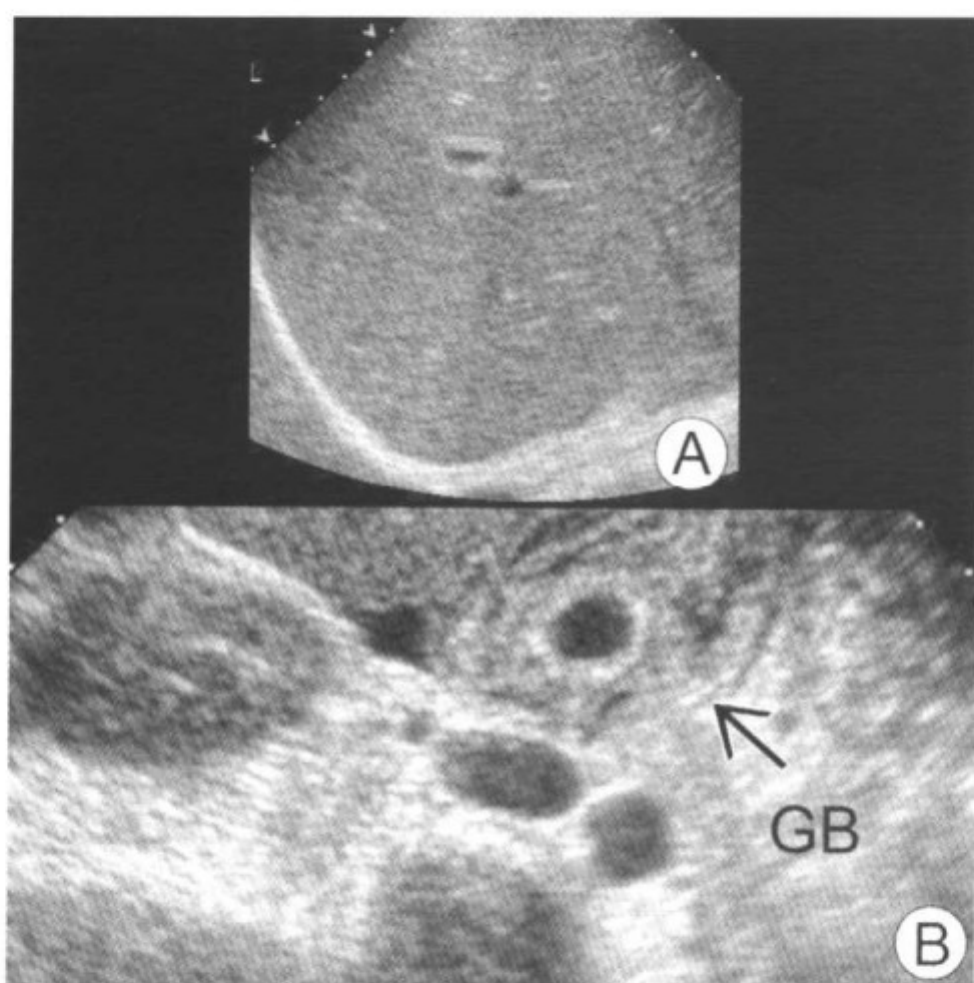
图 A 超声显示肝脏呈“星空样”改变，这些亮的高回声来源于胆管和血管壁；图 B 由于急性肝炎而非胆囊炎导致的胆囊（GB）壁明显增厚（箭头）
